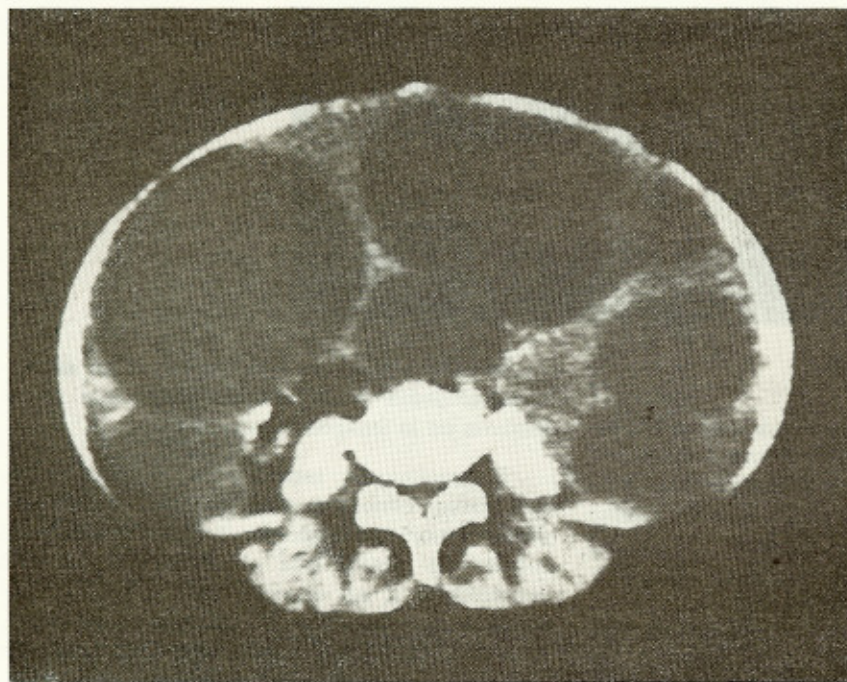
Tomografía axial computada de abdomen que muestra áreas esféricas de condensación de bordes bien definidos. La confirmación de hidatidosis en la paciente se obtuvo mediante la prueba de doble difusión arco 5.
